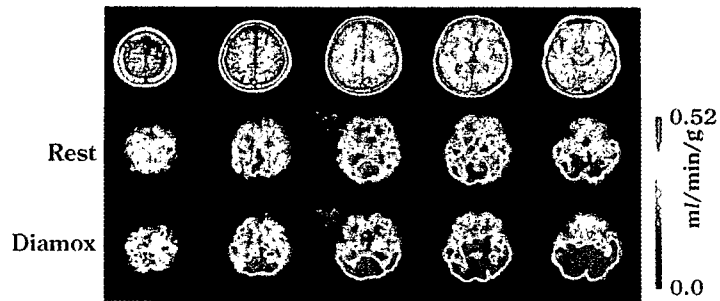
Typical examples of CBF images at rest and after acetazolamide by the dual-table ARG method with the QSPECT reconstruction. Two patients had MCA occlusion. The upper case indicated reduced flow reactivity after acetazolamide, but normal CBF at rest. The Lower case indicated reduced CBF at rest, and reduced CBF reactivity after acetazolamide.
